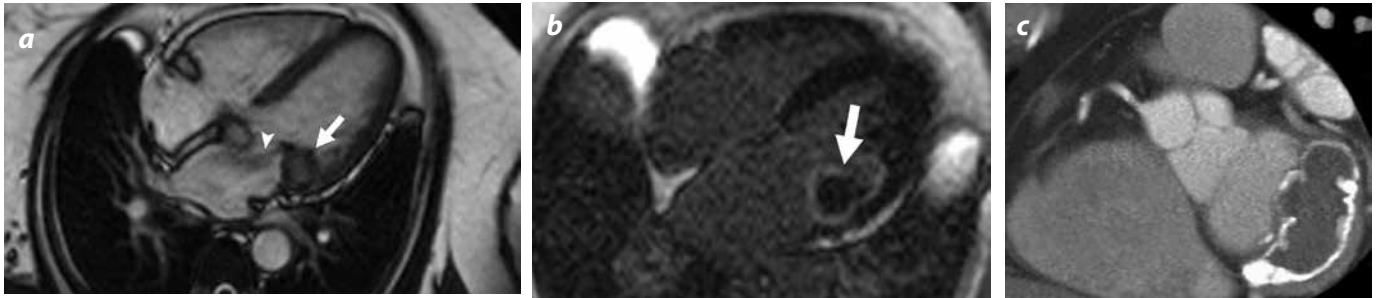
Degeneración caseosa del anillo valvular mitral. a) Lesión dependiente de la valva posterior y del anillo valvular mitral, que produce artificio de susceptibilidad magnética (flecha); la lesión genera insuficiencia mitral (cabeza de flecha). b) Esta lesión presenta realce tardío anular (flecha). c) TC con sincronización que demuestra la lesión de borde calcificado con centro de baja densidad.
